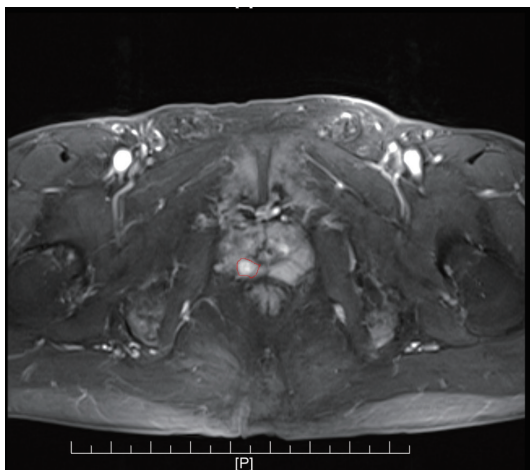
前列腺癌激光消融治疗前MRI增强T1WI前列腺右侧周缘区局部呈高信号(红色线条勾勒处)
